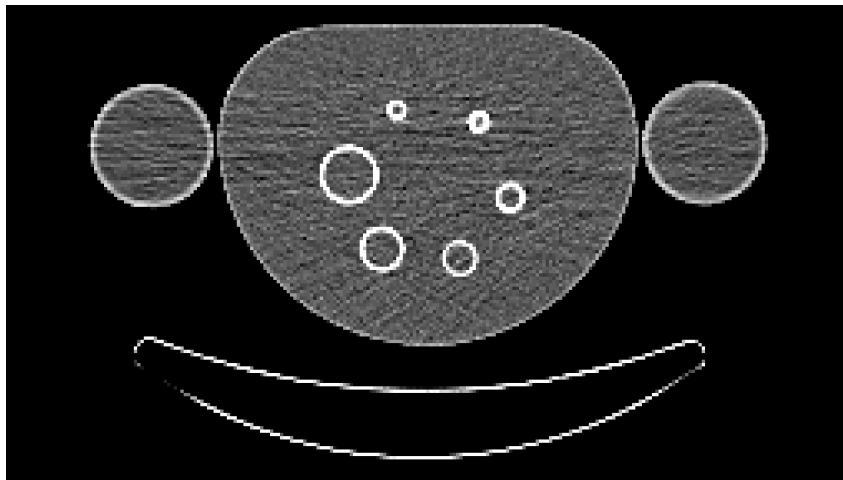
CT-Schnittbild des Kugelphantoms aufgenommen an einem PET/CT-Gerät der Firma Siemens
